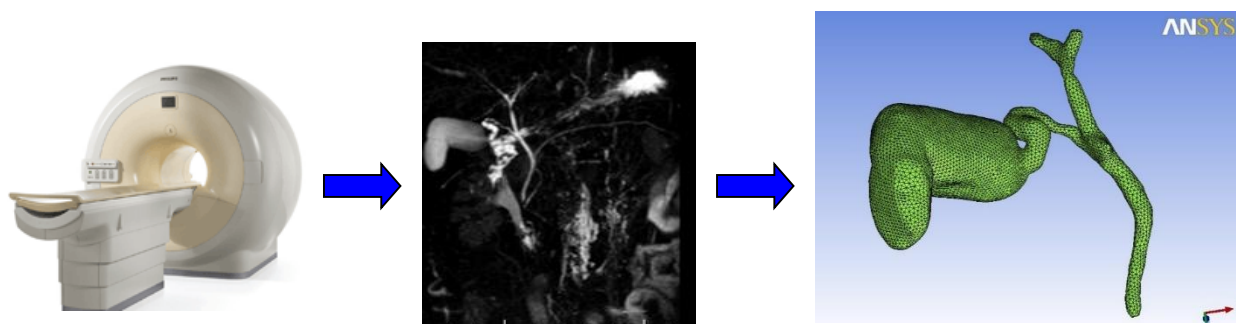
Этапы построения индивидуализированной геометрической 3D-модели внепеченочных желчных протоков на основе МРТ-снимков
